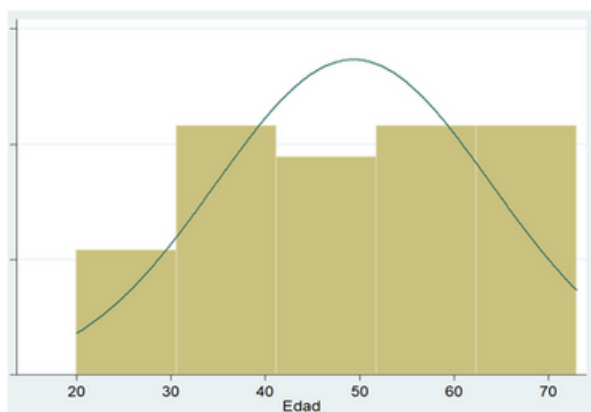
HISTOGRAMA QUE REPRESENTA LAS EDADES DE LA POBLACIÓN Y SU RESPECTIVA MEDIA.
